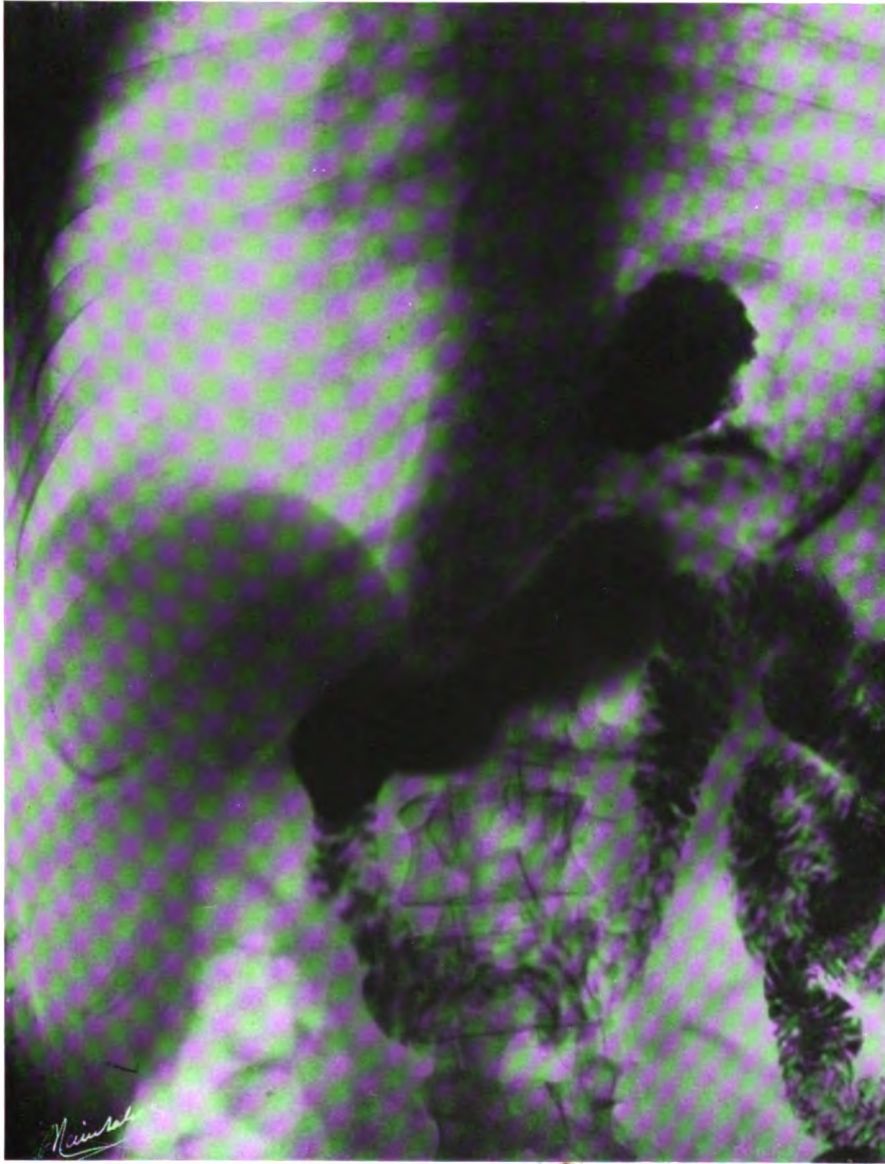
CAS II. — Radiographie abdominale, décubitus dorsal, distance 0 m. 70, pose 0',4.
